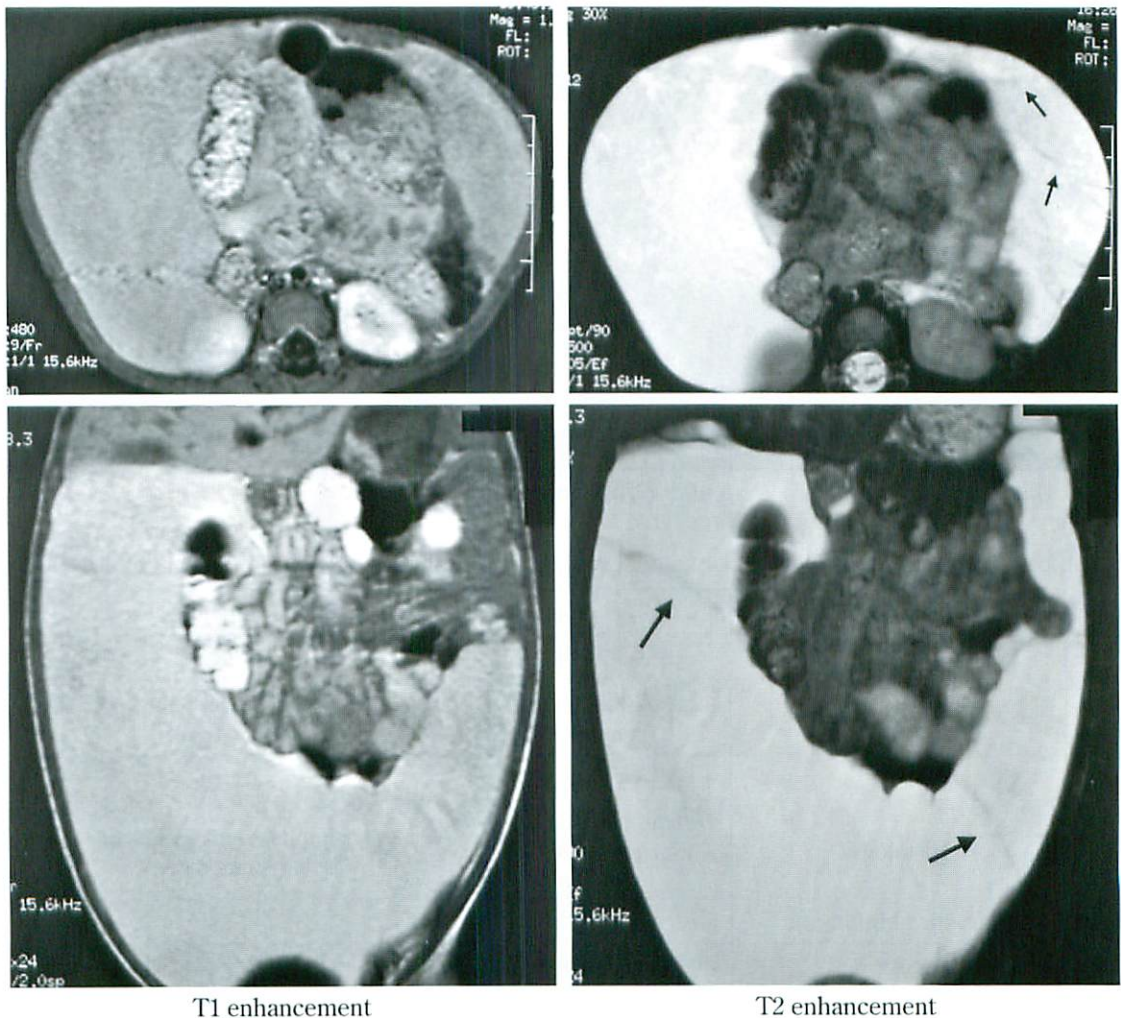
Abdominal MRI. Multilocular cysts are seen in abdominal cavity. All intestines are displaced from normal position. (arrow shows septum)
